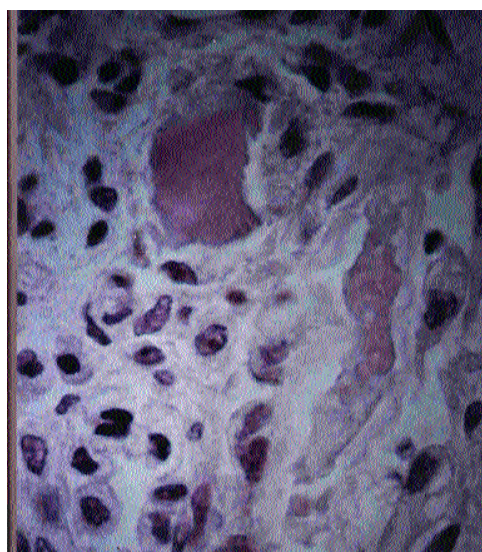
Fragmento de pulmón, con fibras de músculo estriado en el interior de los alveolos obtenidas con aguja tru-cut guiada por ecografía (H-E 100X).
